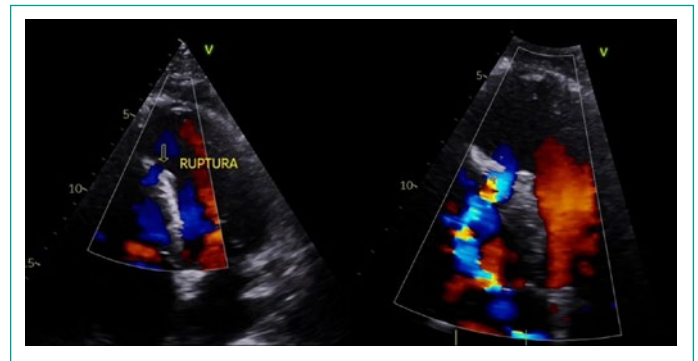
a) Ecocardiograma transtorácico con Doppler color con defecto residual CIV tras cierre quirúrgico.
